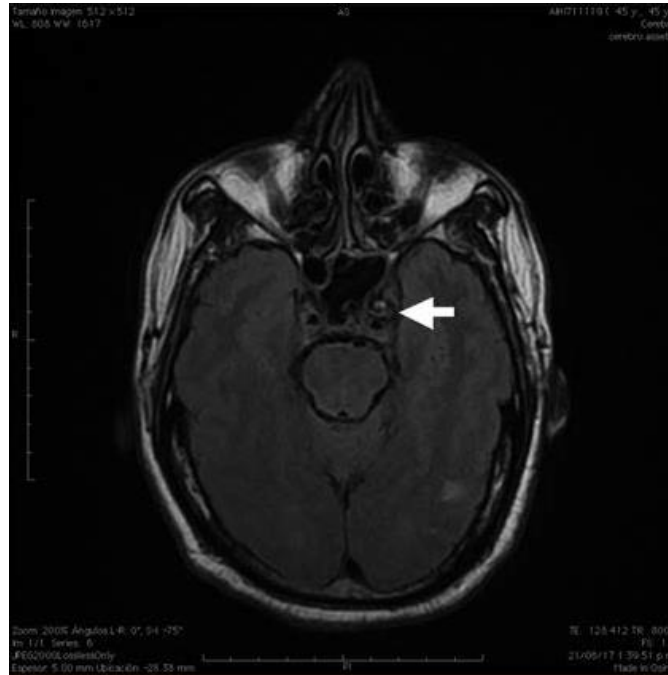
Trombosis del seno cavernoso. Resonancia magnética en T2. Pseudoaneurisma de la arteria carótida interna izquierda en segmento cavernoso (flecha). trombosis del seno cavernoso ipsilateral, 2018* (44).
